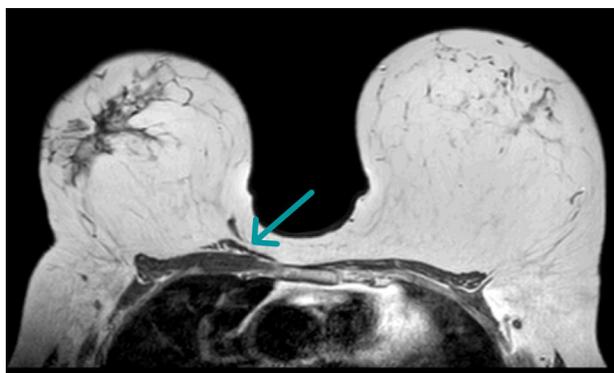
Caso clínico 3, músculo esternalis marcado con flecha en TAC preoperatoria.
